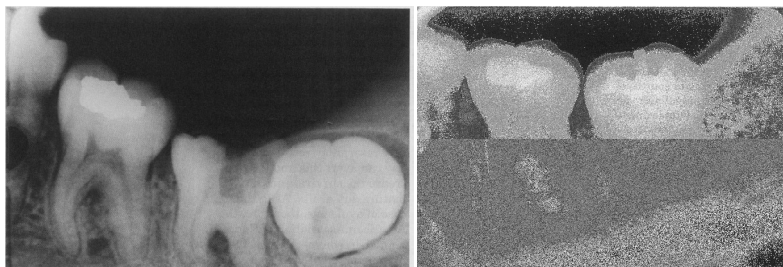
Autotransplante de um terceiro molar com desenvolvimento radicular incompleto para substituição de um segundo molar (radiografia inicial – imagem da esquerda; radiografia do follow-up após doze anos – imagem da direita).<sup>16</sup>
